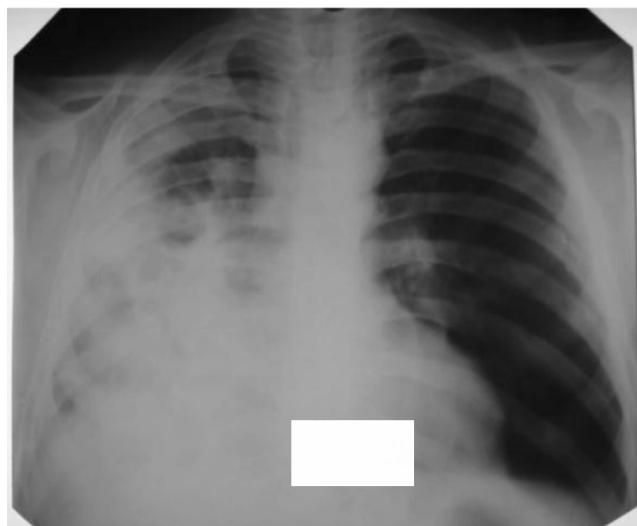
Обзорная рентгенограмма пациента С. при госпитализации в отделение легочной хирургии. Во всех сегментах правого легкого — воспалительная инфильтрация. Полости в верхней и нижней долях правого легкого
